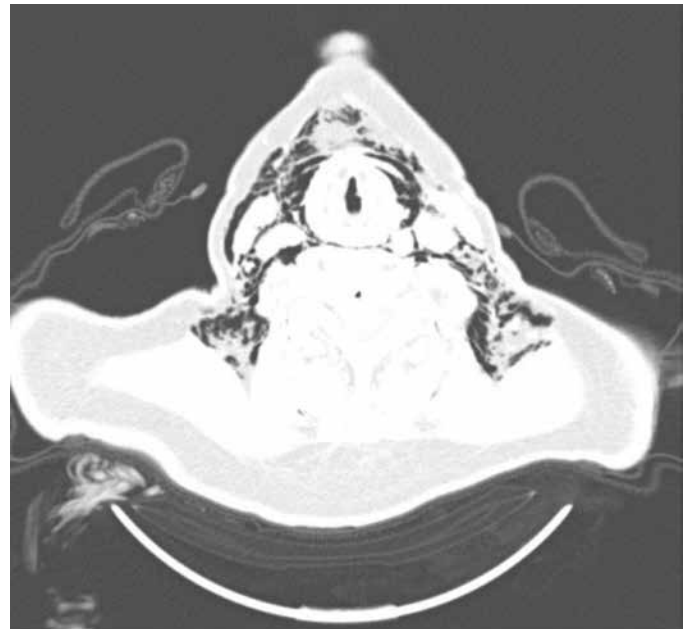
Toraks bilgisayarlı tomografide pnömomediastinum görünümü
